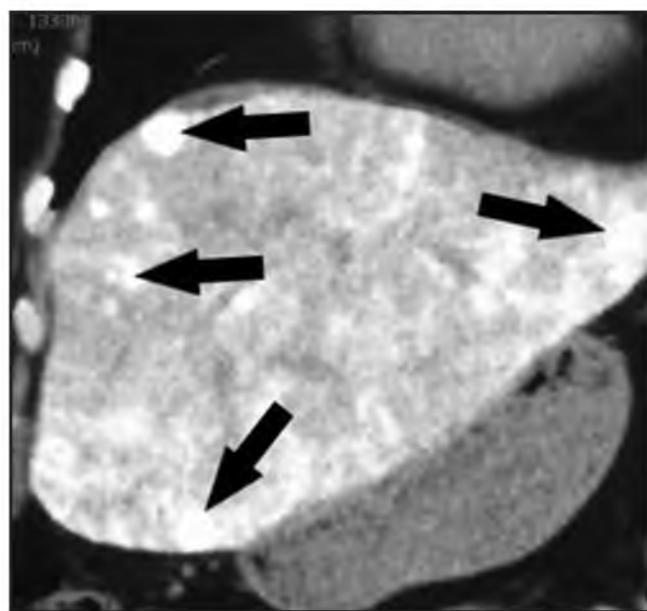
Компьютерная томография пациентки 56 лет спустя 20 месяцев после оперативного лечения. Участки прогрессирования заболевания выделены черными стрелками.
